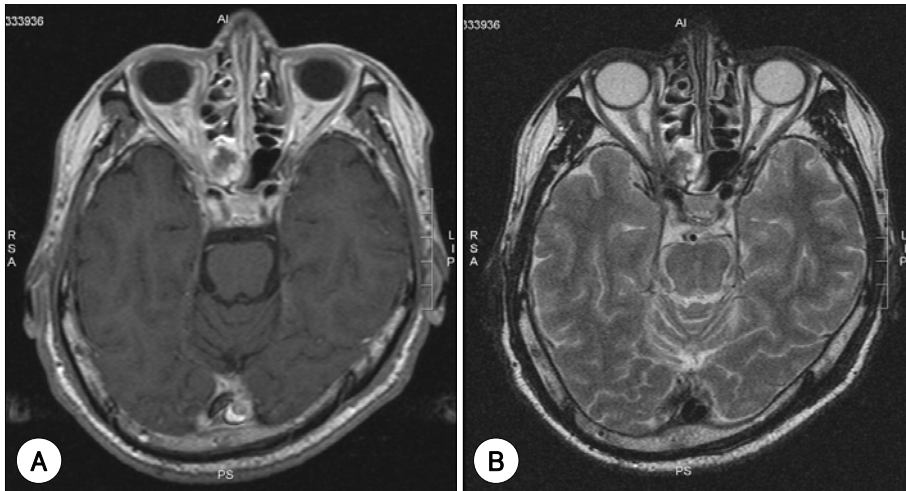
Preoperative MRI. A : T1-weighted enhancement axial image. B : T2-weighted axial image. The enhancement images show linear mucosal enhancement in the right sphenoid sinus. However, there is no clear enhancement in the orbital apex and the cavernous sinus.
